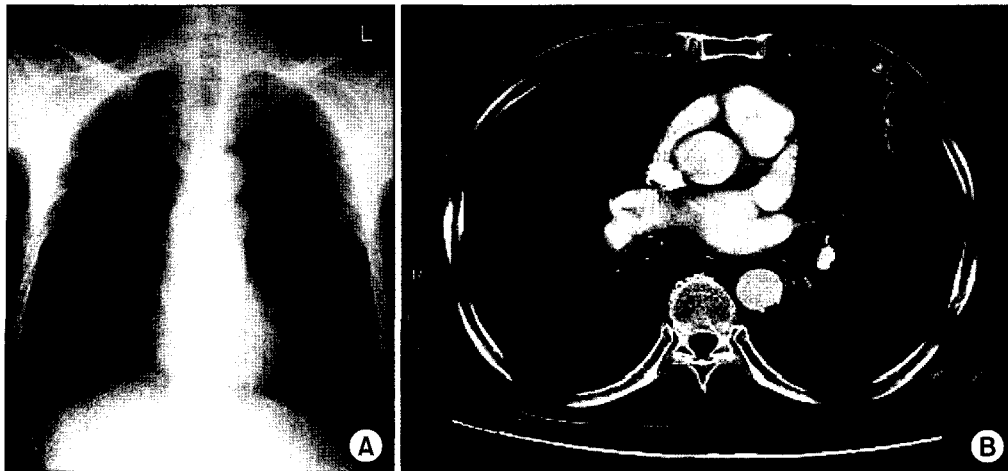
(A) Simple chest X-ray shows a mass in the left upper lobe lingular segment of the lung. (B) CT scan shows a 5×2.8 cm sized round, nodular mass lesion.
